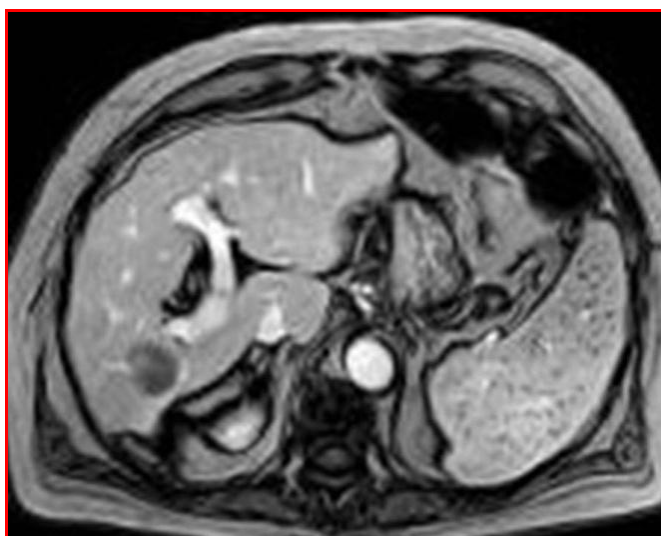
RM con contraste. 36 meses después el tumor tratado permanece avascular. Respuesta completa por criterios EASL y m-RECIST
